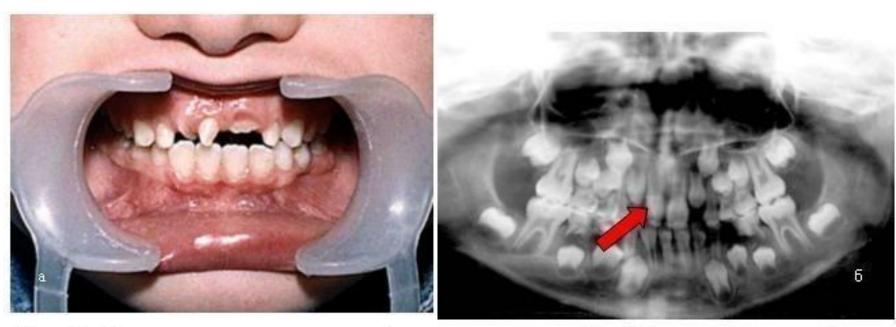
Ложная диастема верхнего зубного ряда, поворот 11 зуба вокруг продольной оси, обусловленные прорезавшимся в зубной ряд сверхкомплектным зубом: а) полости рта; б) ортопантомограмма
